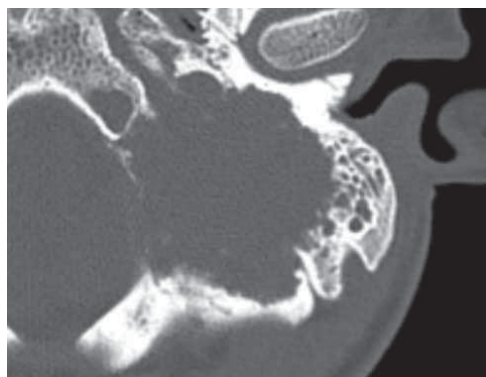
Спиральная компьютерная томография височных костей пациента 14 лет с остеобластокластомой левого уха, аксиальная проекция. Выраженные деструктивные изменения всей височной кости
